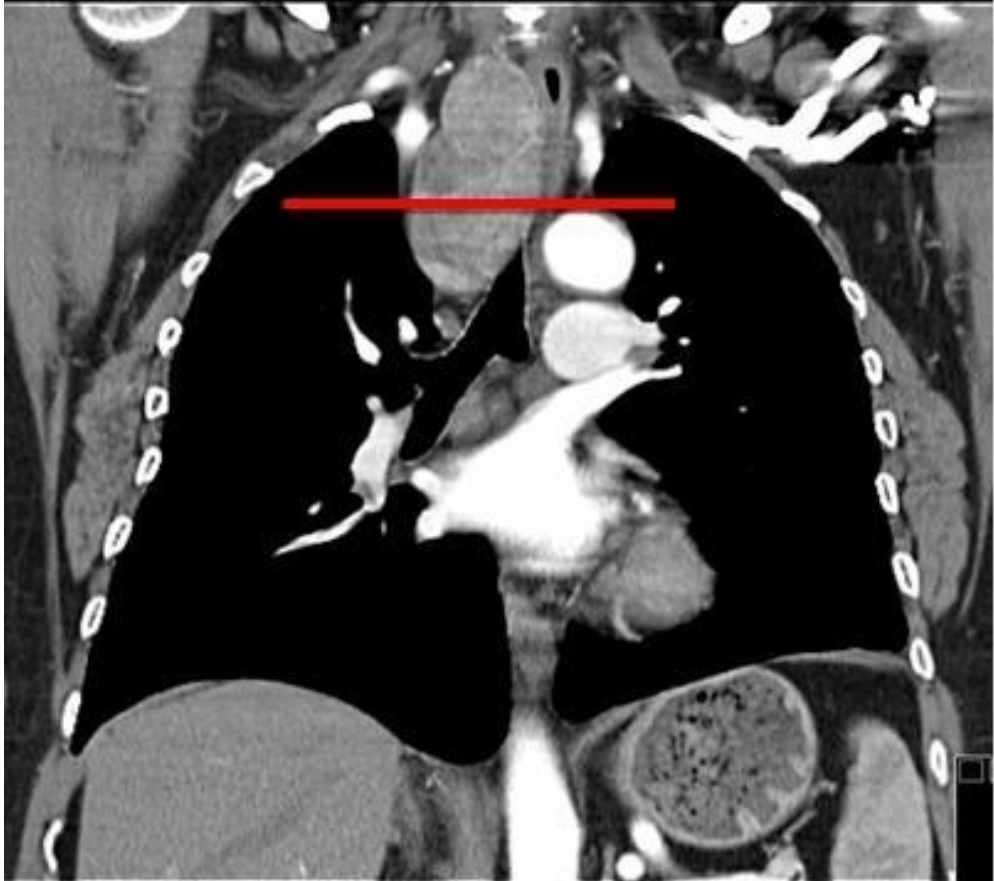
Bilobule ve solda aortik ark seviyesine uzanan RSG ve çevre yapıların MRI koronal kesitte görünümü. (Tablo 4'de 19 no'lu olgu).
